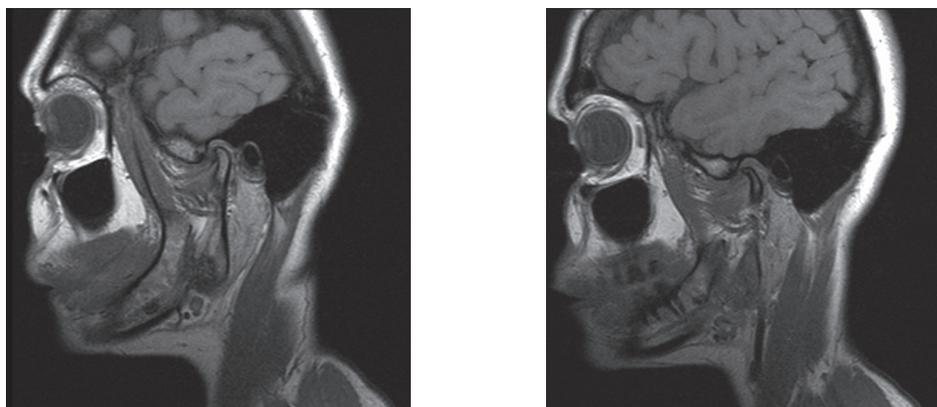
Магнитно-резонансная томограмма в кососагиттальной проекции: а — справа; б — слева.
